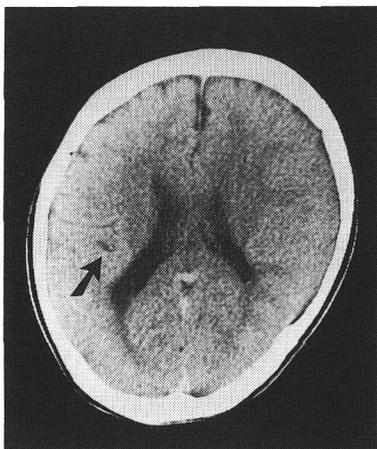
症例2の頭部CT(1988年11月8日, 8歳6ヵ月)
